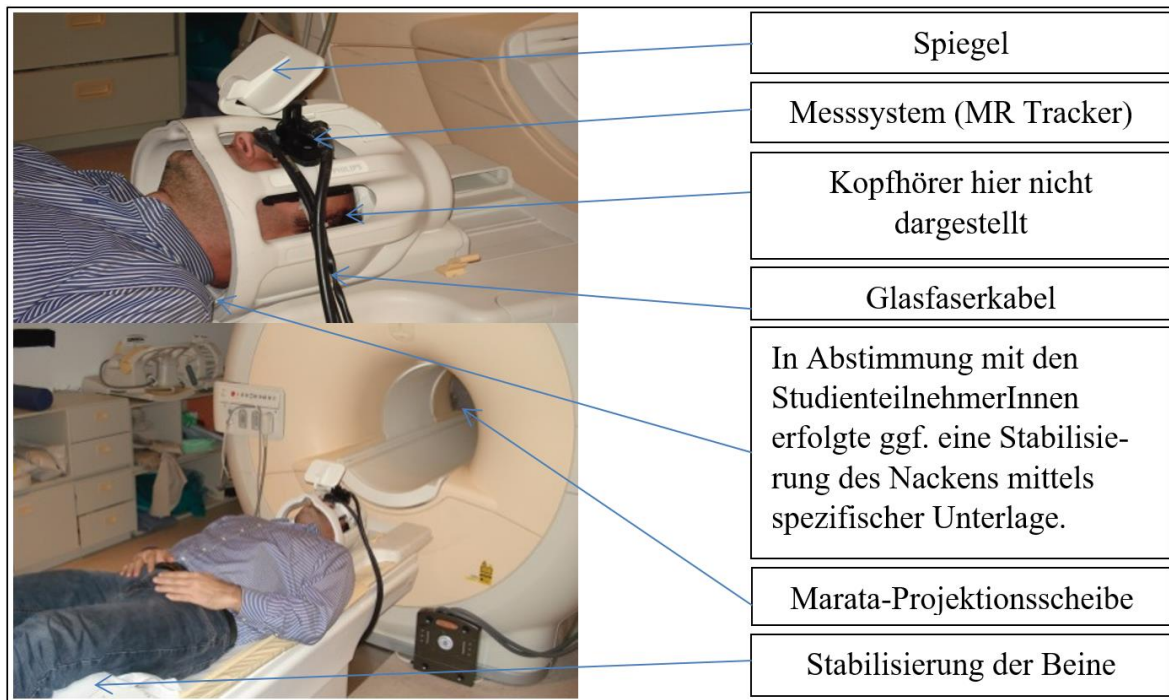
Position während der Messungen im MRT
